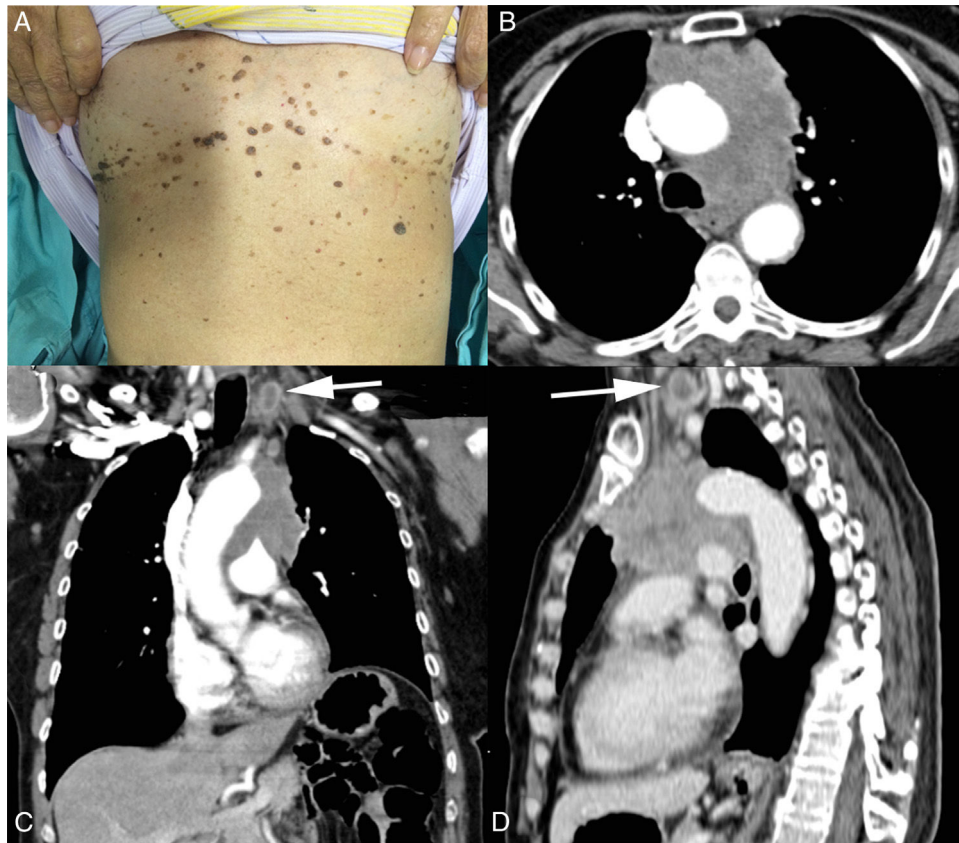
(A) Photograph showing multiple eruptive seborrheic keratoses in the patient's trunk. (B) Axial, (C) coronal and (D) sagittal computed tomography images showing a heterogeneous mass in the anterior mediastinum in close contact with aorta, partially compressing the left pulmonary artery. The mass also infiltrate the left paratracheal space, through the aortopulmonary window, determining elevation of the left hemidiaphragm, probably due to a phrenic nerve injury. Left necrotic supraclavicular lymph-node enlargement (arrows) is also visible.
